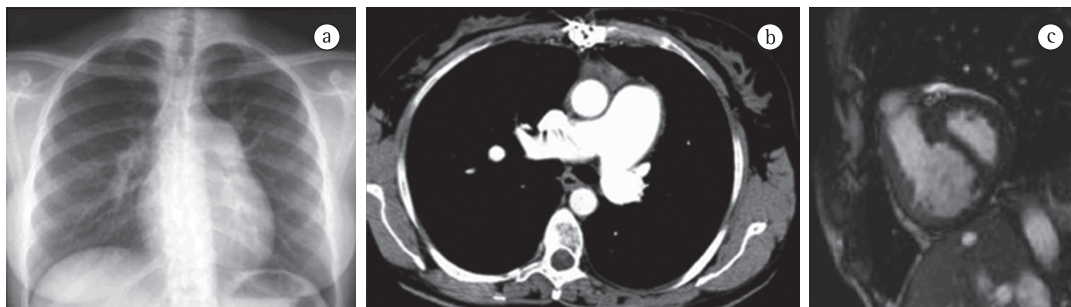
Em a), radiografia de tórax de uma paciente de 30 anos com hipertensão arterial pulmonar idiopática, na qual podemos evidenciar o alargamento dos hilos. Em b), TC de tórax de uma paciente com hipertensão arterial pulmonar, na qual podemos observar a dilatação importante do tronco da artéria pulmonar (39 mm). Em c), ressonância magnética cardíaca de um paciente com hipertensão pulmonar. Imagem sem contraste do eixo curto com o ventrículo direito à esquerda e o ventrículo esquerdo à direita da figura. Pode-se observar o abaulamento do septo interventricular levando a compressão do ventrículo esquerdo.
